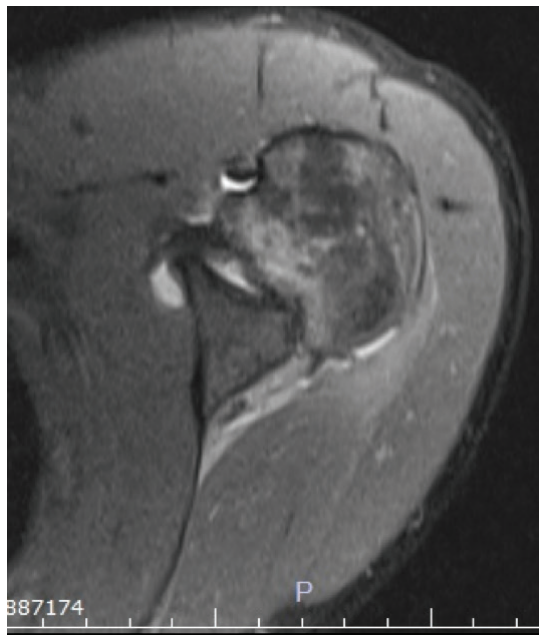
Left shoulder pre-operation Magnetic Resonance Imaging view
